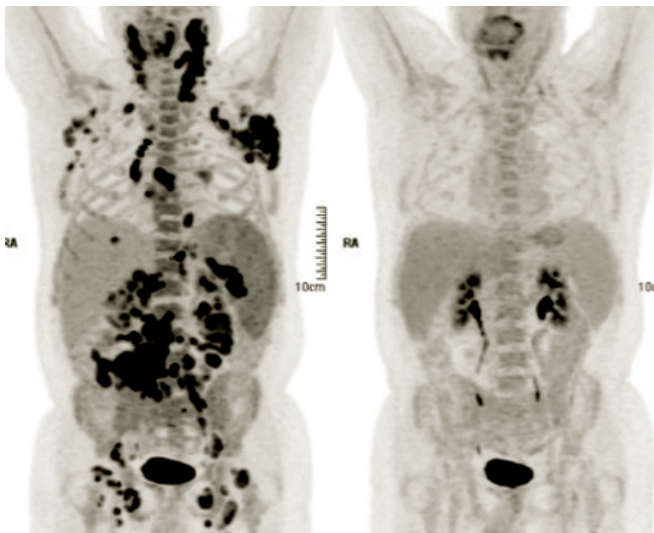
TEP-TDM d'un lymphome B diffus à grandes cellules avec atteinte sus- et sous-diaphragmatique. Bilan initial (à gauche) et réévaluation en fin de traitement (à droite).
